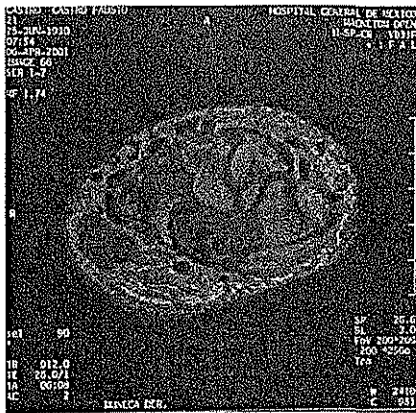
PACIENTE No.2. LA IMAGEN DE RESONANCIA MAGNÉTICA MUESTRA COMPRESIÓN DEL GRUPO FLEXOR Y NERVIJO MEDIANO EN FORMA BILATERAL.PLAN QUIRÚRGICO: LIBERACIÓN DEL TUNEL CARPIANO BILATERAL.
